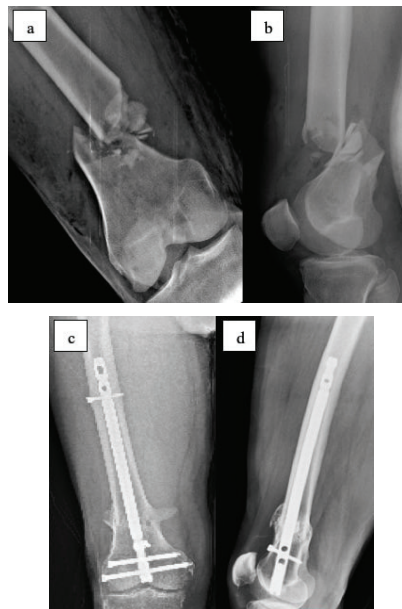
Radiographs (a,b) before and (c,d) 7 months after retrograde interlocking femoral nail osteosynthesis for distal femur fracture.
